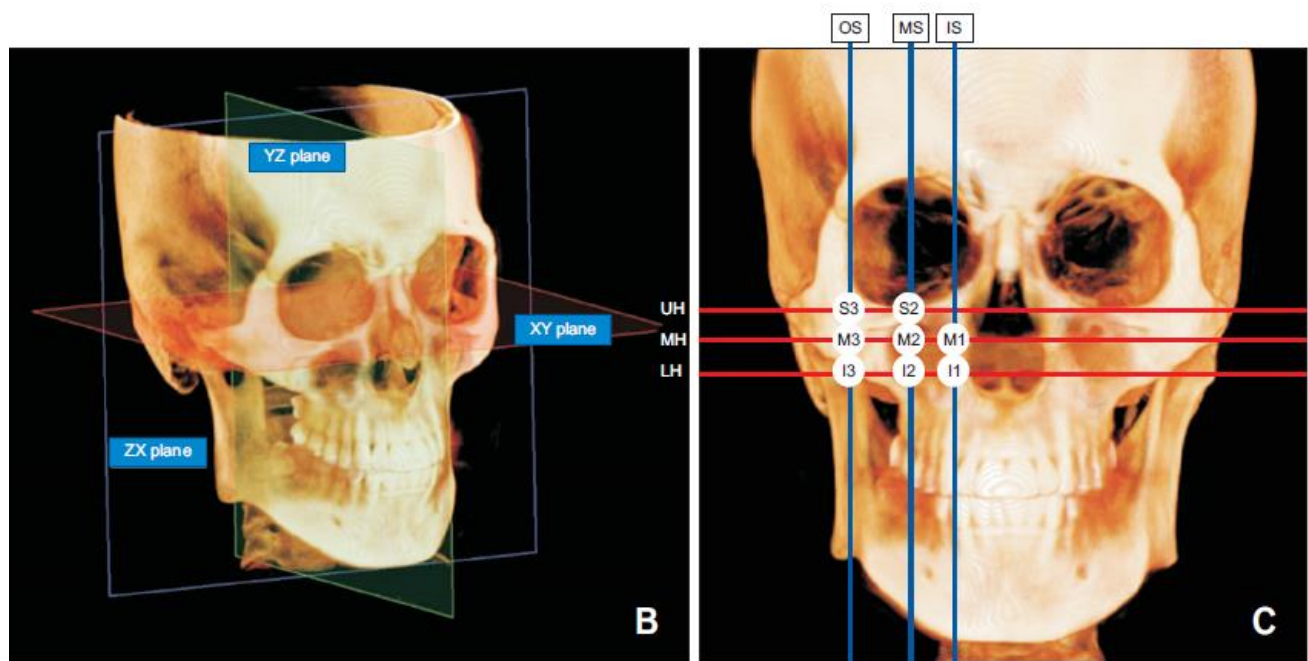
Referencia de construcción de puntos de referencia a nivel de hueso cigomático, extraído de: Hard- and soft-tissue profiles of the midface región in patients with skeletal Class III malocclusion using cone-beam computed tomography multiplanar reconstructed image análisis, Bomi y cols,2017.
